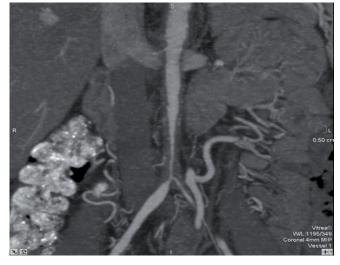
Метод МСКТ. Объемный рендеринг. Критерий исключения — гемодинамически значимые стенотические изменения брюшной аорты и ОПА
